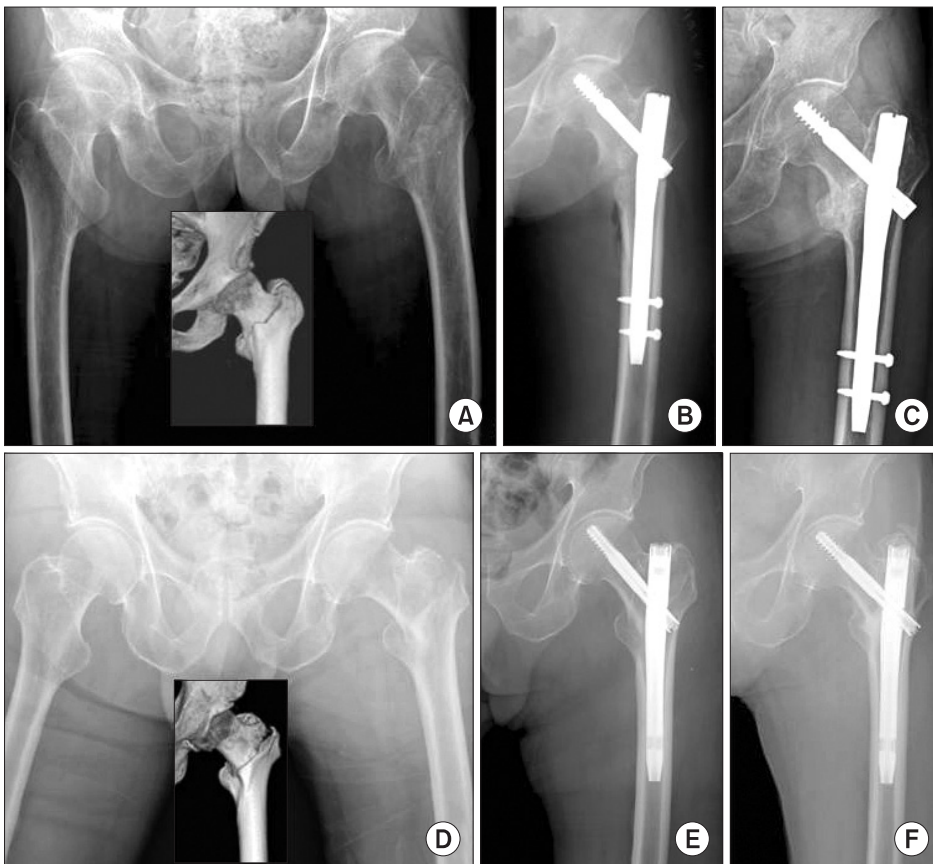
(A) Preoperative antero-posterior hip radiograph of a 65-year-old male with a 31A1-2 fracture of his left proximal femur. (B) Postoperative radiograph of the patient four weeks after treatment with the intramedullary hip nail with two distal locking. (C) Postoperative radiograph of the patient 24 months after treatment showing union. (D) Preoperative antero-posterior hip radiograph of an 87-year-old male with a 31A1-2 fracture of his left proximal femur. (E) Postoperative radiograph of the patient four weeks after treatment with the intramedullary hip nail without distal locking. (F) Postoperative radiograph of the patient 12 months after treatment showing union.
